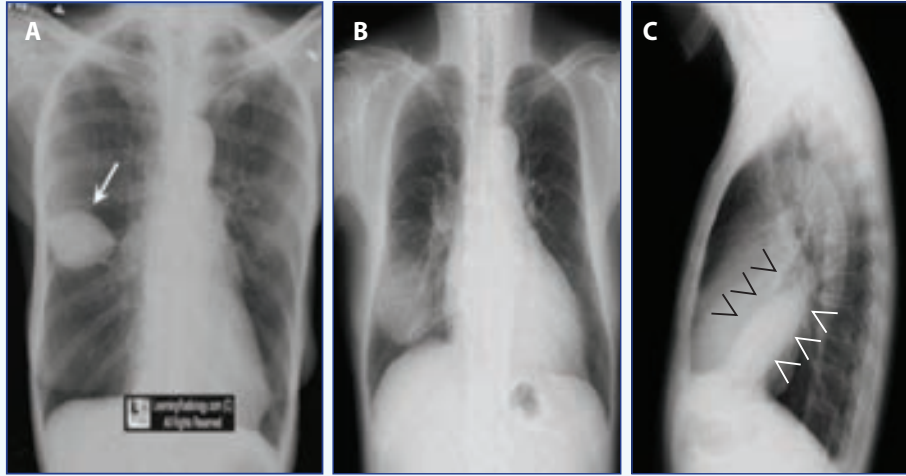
22: Fantom Tümörü: (A) Konjestif kalp yetersizliğinde sağ akciğer orta fissüründe fuziform düzgün kenarlı «psödötümör» ve (B) PA grafide sol ventrikül dilatasyonu ile (C) sol lateral grafide sol akciğerde minör fissürde 5 cm çapında diskret kitle ve lateral filmde oval (ok başları) görüntüsü.
